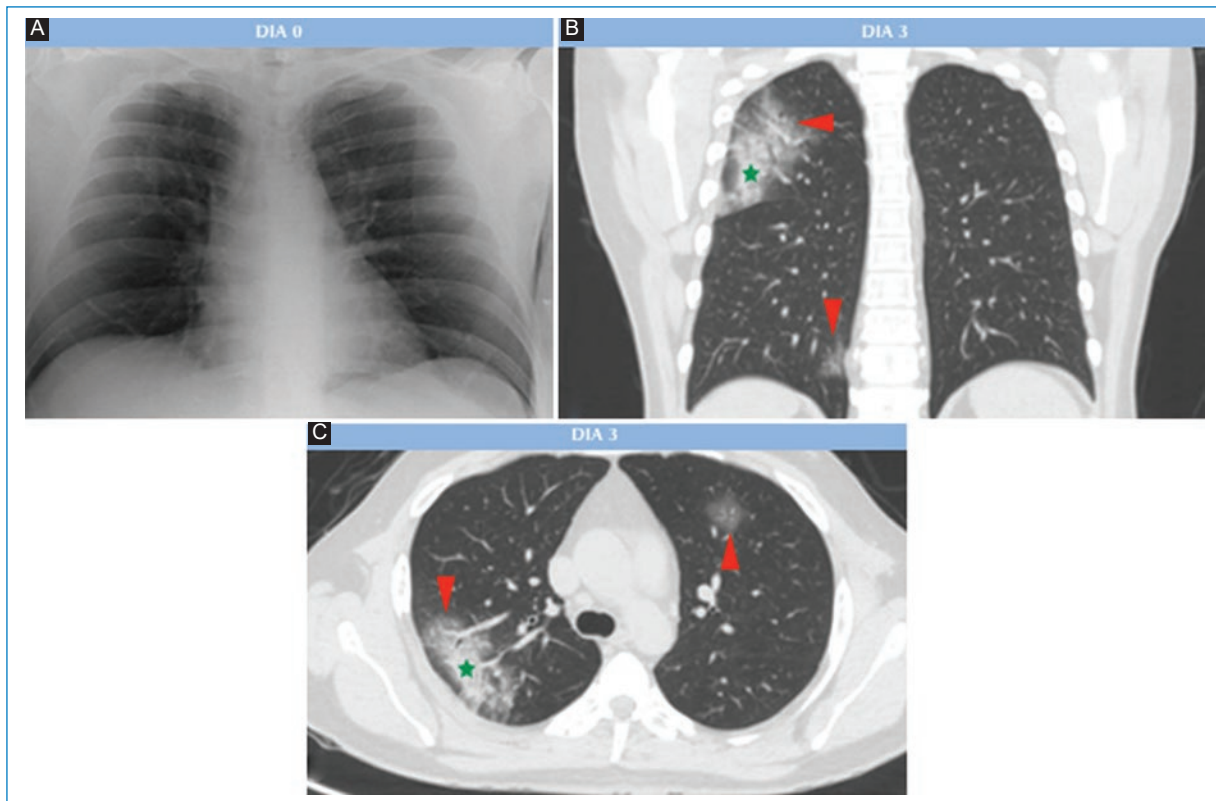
Paciente del sexo masculino de 41 años, cursando cuadro febril asociado a cefalea retroocular, náuseas, y dolor dorsal de 12 horas de evolución, PCR +. A: radiografía AP, en la que no se observan infiltrados intersticio alveolar. B y C: cortes axiales y coronales de TC. Al tercer día, le realizan la TC, en la que se observan opacidades redondeadas en vidrio esmerilado a nivel del segmento anterior del lóbulo superior izquierdo (LSI) y basal medial del lóbulo inferior derecho (LID). Otra de mayor extensión se observa a nivel del segmento posterior del lóbulo superior derecho (LSD) (triángulos rojos), con área con tendencia a la consolidación (estrella).
